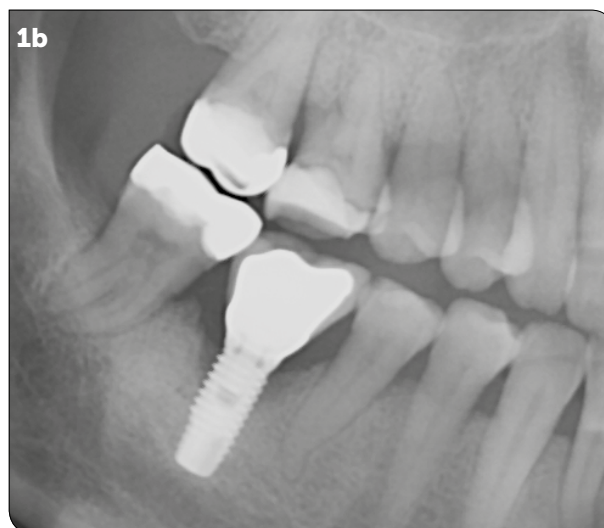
Radiographie montrant le type de lésion osseuse.
